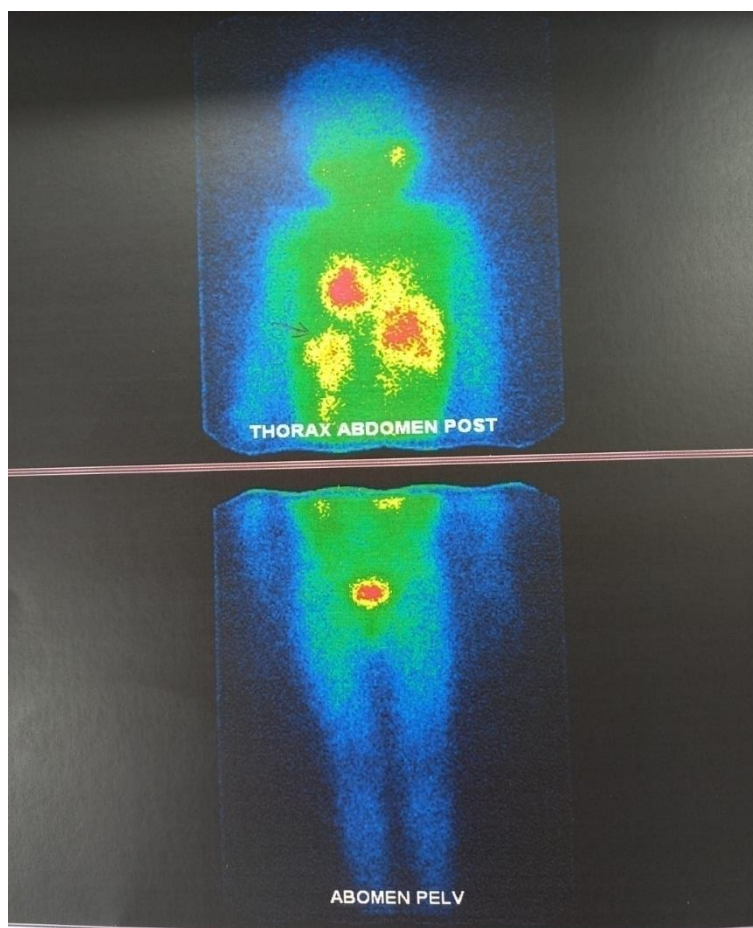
Image de scintigraphie MIBG-iode 131 d'un Neuroblastome Surrénalien Gauche = plage d'hyperfixation intense intéressant la loge surrénalienne gauche ; Archives du SHOP.
